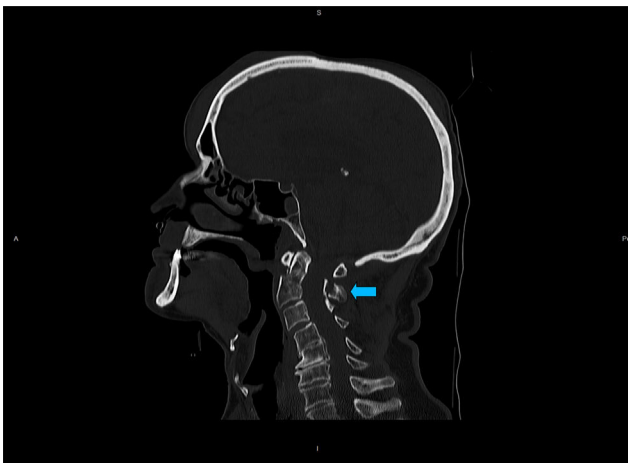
TC: fractura de odontoides.
